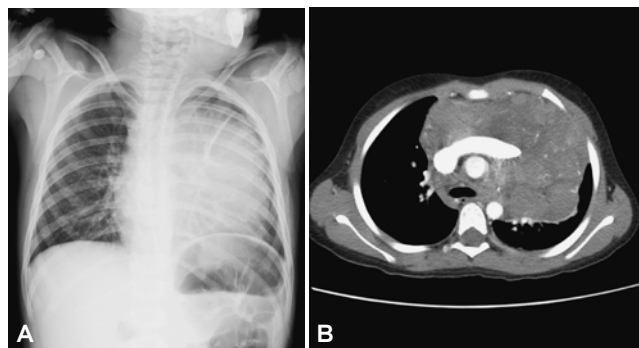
Masa mediastinal en paciente con linfoma de Hodgkin variedad esclerosis nodular. A) Radiografía de tórax con masa radioopaca que se extiende hacia la izquierda. B) Tomografía Computarizada que muestra conglomerado ganglionar mediastinal anterior de densidad heterogénea, contactando la pared torácica anterior en la línea media y a la izquierda, rodea a los troncos venosos braquiocefálicos y a la aorta.
